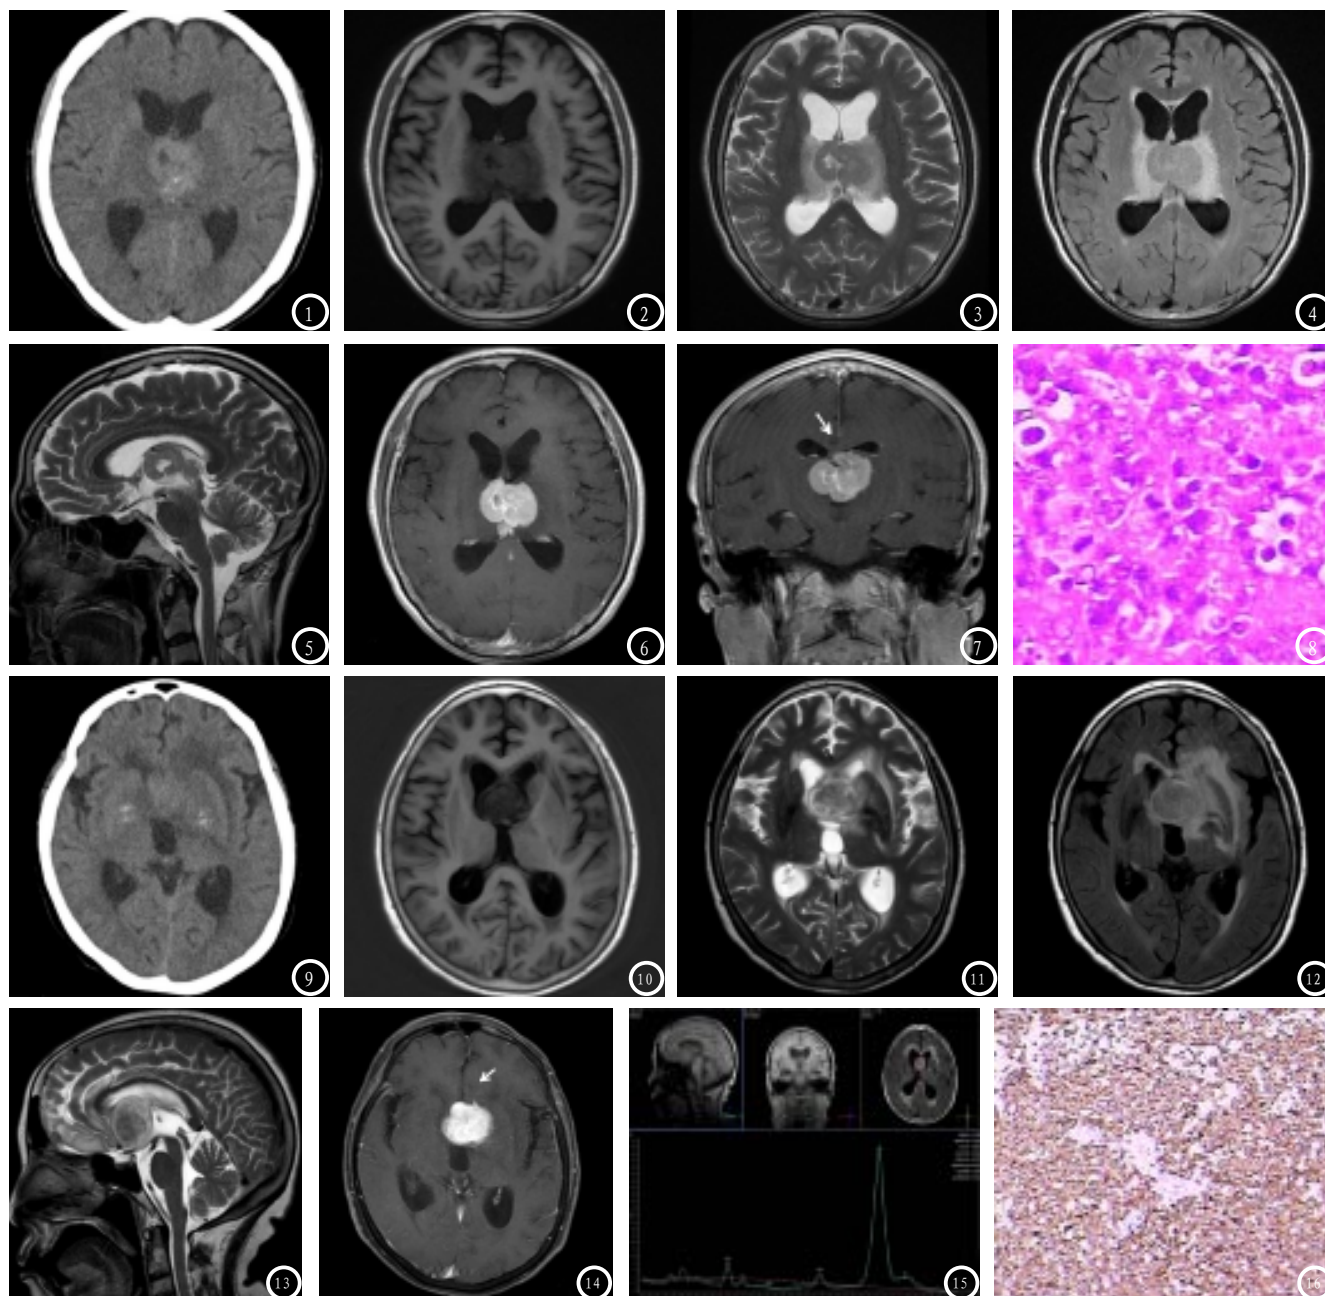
第三脑室中部淋巴瘤。图1 颅脑轴位CT平扫：第三脑室中部可见高密度肿块，密度不均匀，其内可见囊变、钙化；图2 颅脑轴位T1WI呈稍低信号；图3 颅脑轴位T2WI呈等信号；图4 颅脑轴位T2-Flair呈等信号；图5 矢状位T2WI示肿瘤位于第三脑室中部；图6 颅脑轴位MRI增强扫描：肿块明显均匀性强化；图7 颅脑冠状位MRI增强扫描可见“脐凹征”（箭头）；图8 HE染色示肿瘤细胞密集，细胞核/浆比高（ $\times 200$ ）。
